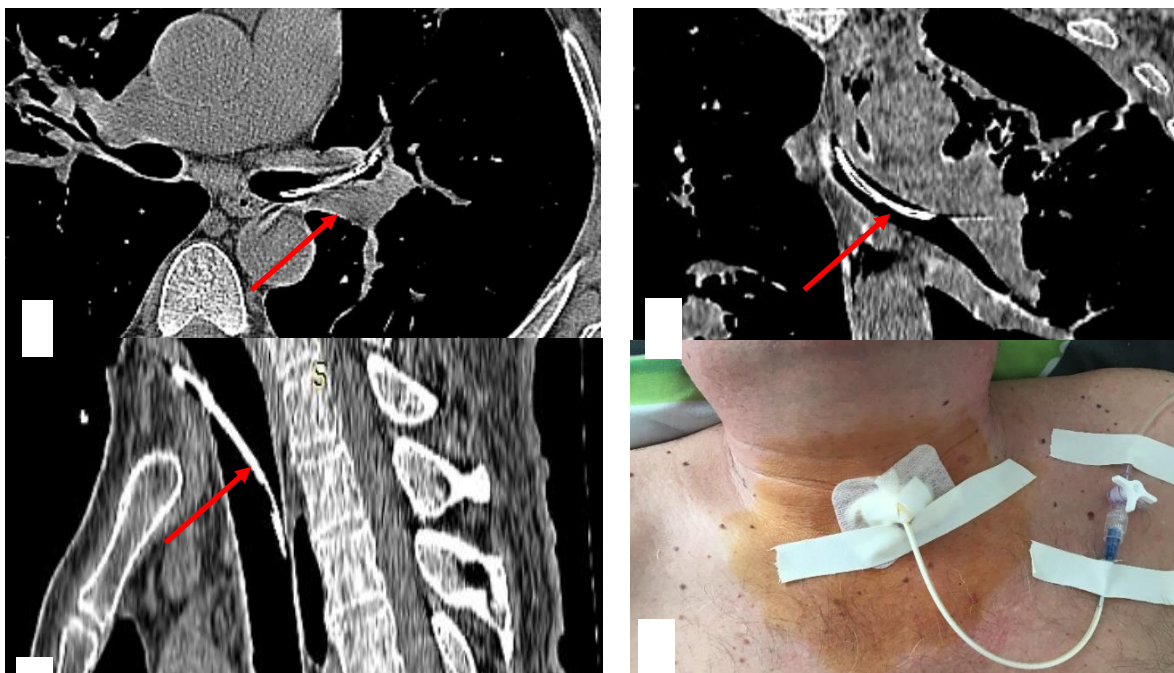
МСКТ органов грудной полости от 15.01.2018 г.: мягкотканый режим, стрелкой показано положение катетера в трахео-бронхиальном дереве (а – в трахее; б – в левом главном бронхе; в – в левом верхне-долевом бронхе) - на следующие сутки после катетеризации абсцесса легкого. Фото больного после установки катетера (г).
